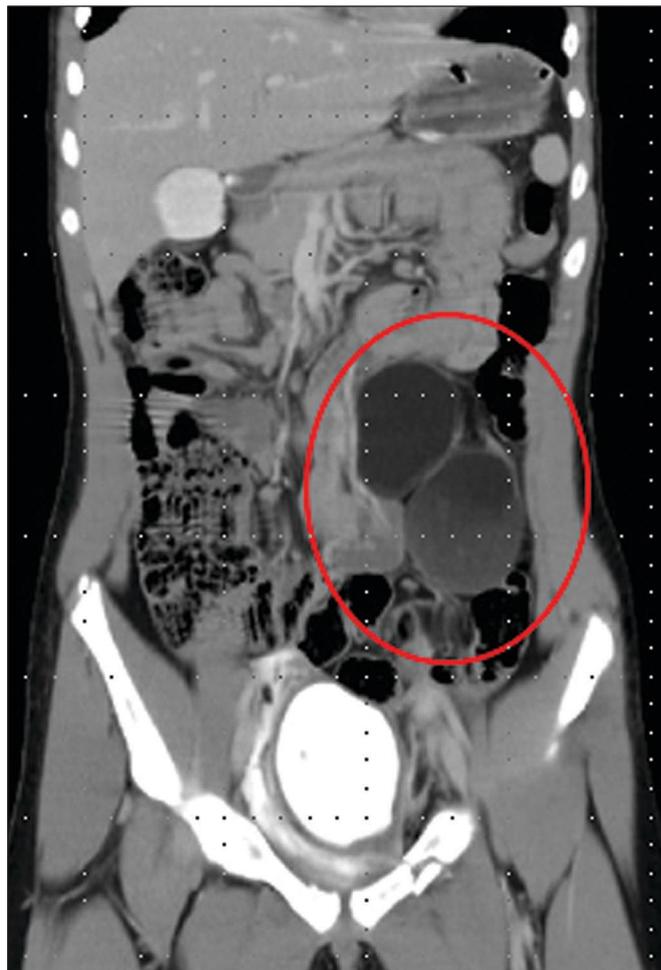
СКТ: кистозное образование в левой половине живота.
